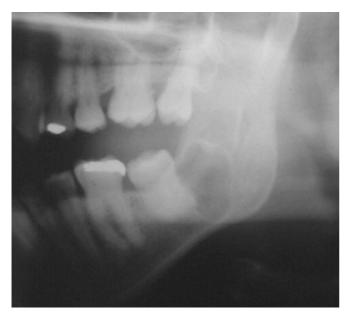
Ortopantomografía inicial de la paciente. Se observa una lesión radiolúcida, sin calcificaciones, en el ángulo mandibular, en relación con el último molar inferior.
